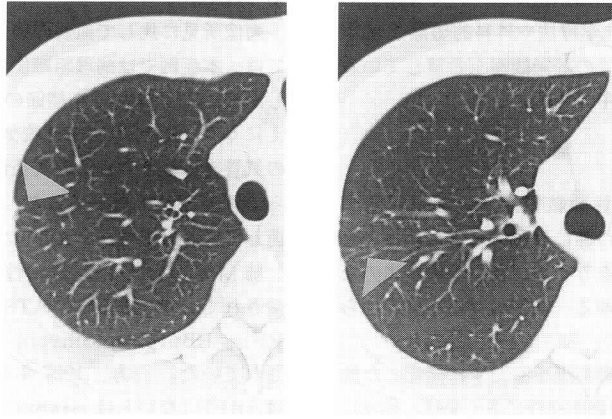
HRCT on the same day showed very small nodules and bronchiolitis adjacent to pleura in the upper right lung field.
